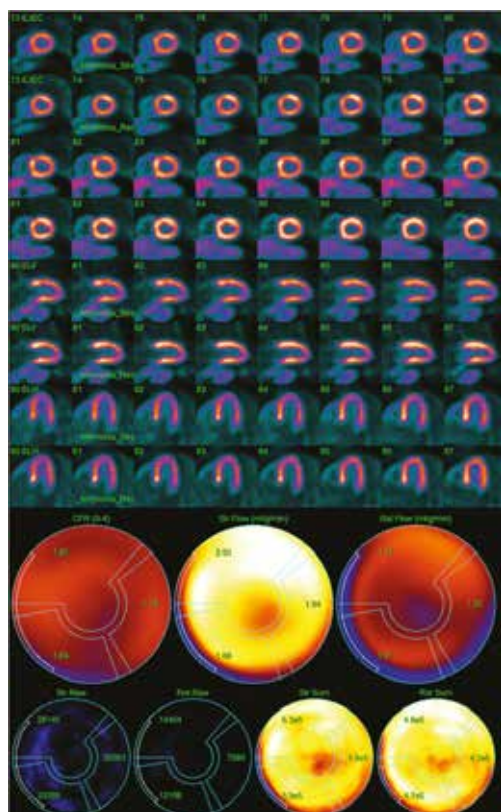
MBF quantification in multivessel CAD. PET MPI study showing very mild ischemic findings in the anteroapical and apicolateral segments in the semi-quantitative analysis. Nevertheless, quantitative assessment shows a reduced stress MBF and MPR in all arterial territories, achieving a better characterization of the trivascular disease, owing to a balanced ischemia.
